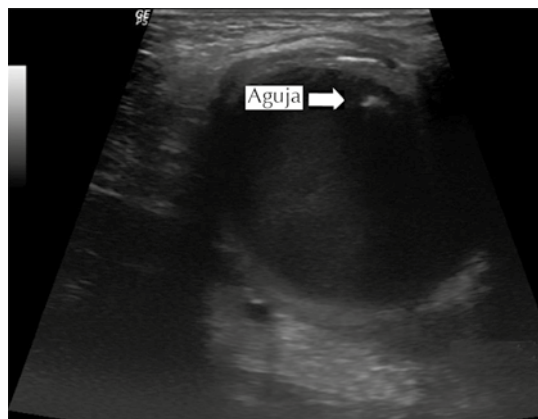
Inyección de trombina guiada por ultrasonido.
